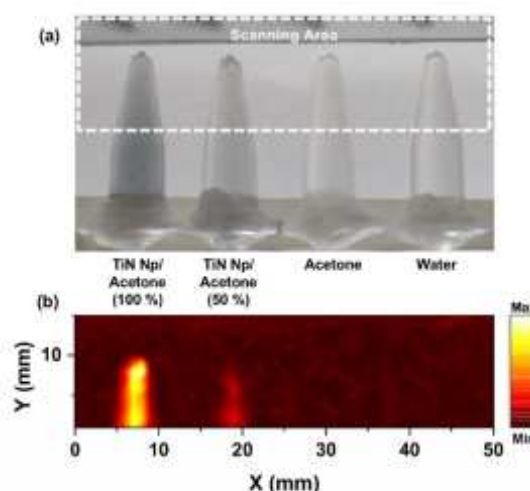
(a) Image of TiN NP/ acetone samples with 100% and 50% concentration, acetone and D.I. water, (b) PAI of the samples excited with $6 \text{ mJ}/\text{cm}^2$, 532 nm, 10 Hz, -5 ns pulsed laser source. The PAI is obtained with a single element 5 MHz ultrasonic transducer, (V310-N-SU (Olympus, Waltham, MA, USA)).
